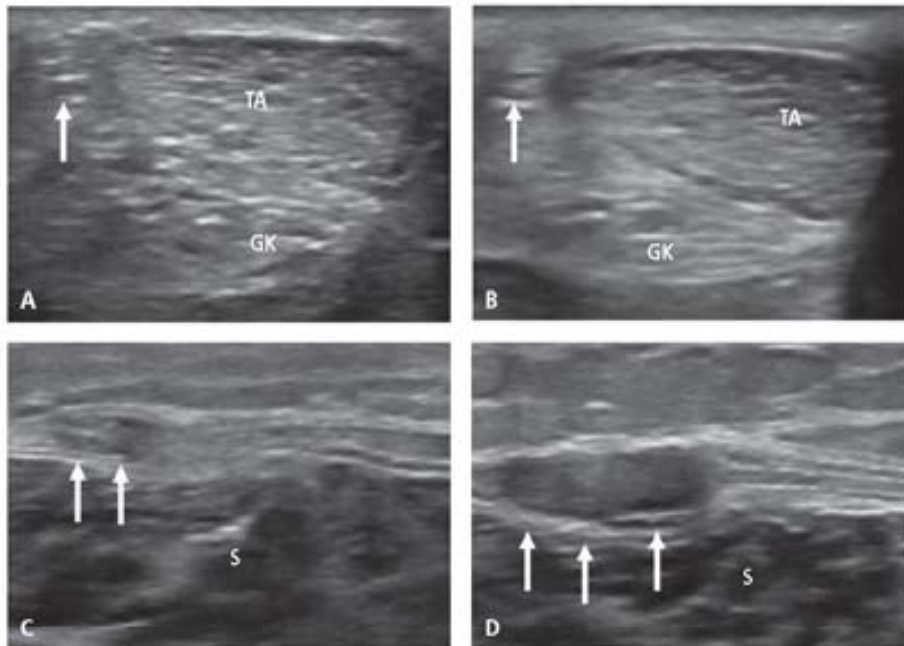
Practicante femenina de gimnasia de mantenimiento de 41 años. Ecografías seriadas en eje corto de localización distal (A) a proximal (B) en la cara posteromedial de la pierna derecha. Rotura tendinosa del plantar delgado. Flecha: sección elíptica del tendón plantar delgado que en C y D se engruesa debido a la rotura. GK: grasa de Kager; S: sóleo; TA: tendón de Aquiles. Puede consultarse el vídeo en la página web.
